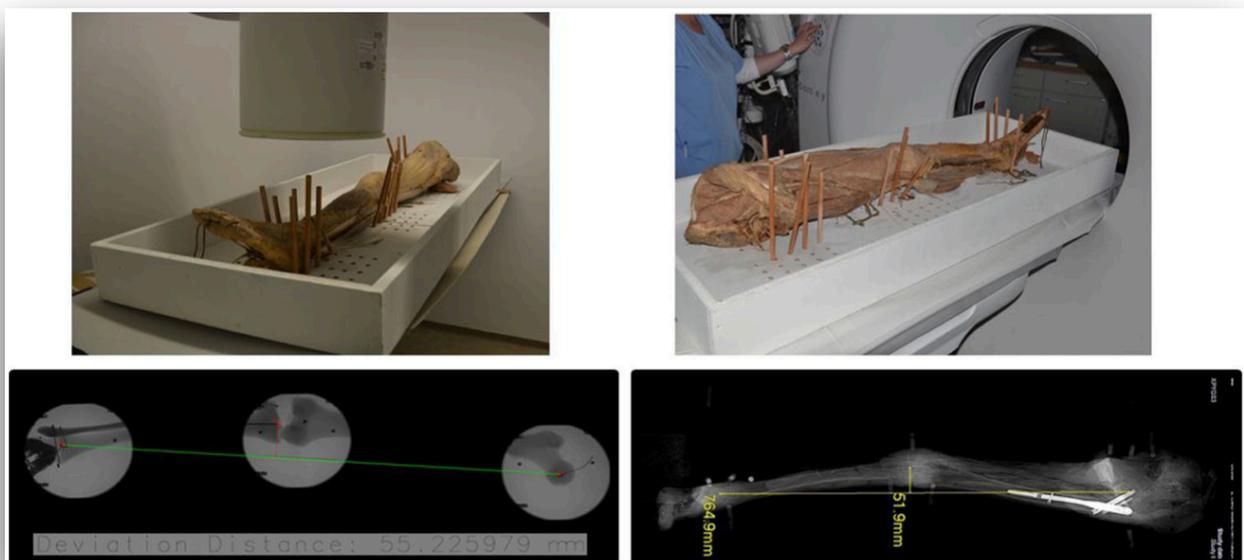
Versuchsaufbau und Auswertung der Beinachse (links: CamC AR-C-Bogen, rechts: Goldstandardkontrolle mittels CT und Achsbestimmung am Scout)
